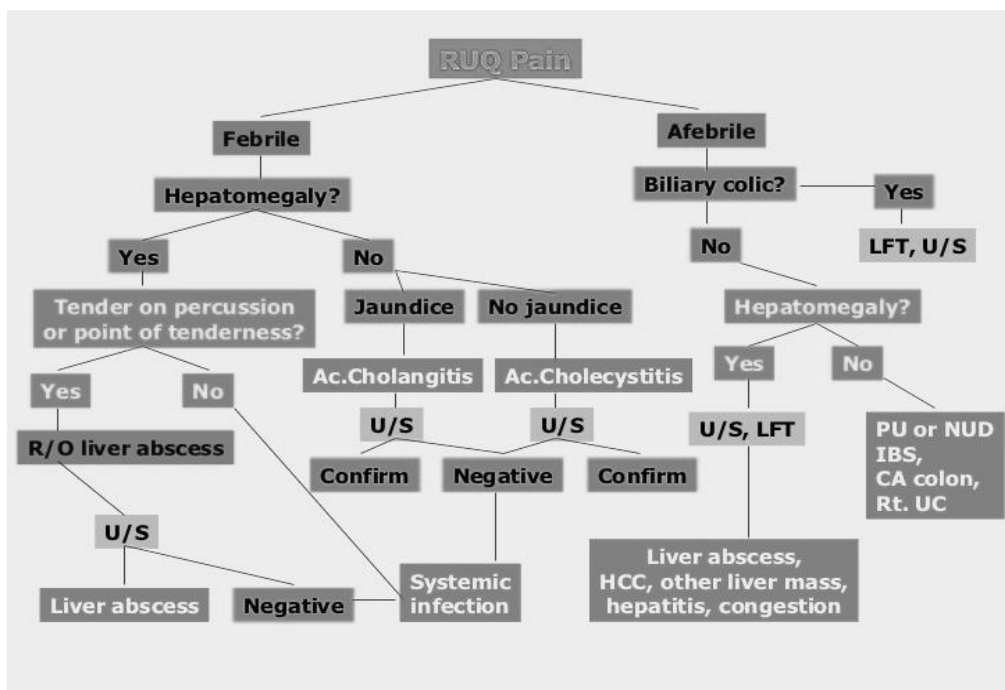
Utilização da ecografia na dor do QSD. (Leelakusolvong, 2011, p. 23)
